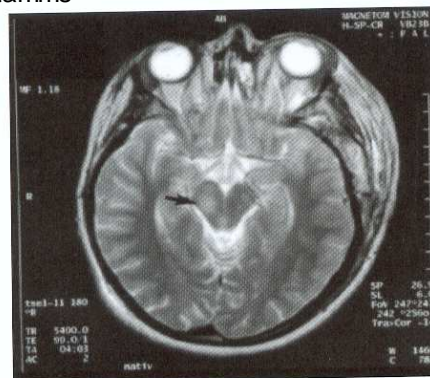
Grad-II-Verletzung: Einseitige Hirnstammläsion bei einem 17-jährigen Jungen nach Verkehrsunfall im MRT am 2. Tag nach Unfall. Das Koma dauert 7 Tage. Der Jugendliche überlebt mit einer leichten Behinderung.
